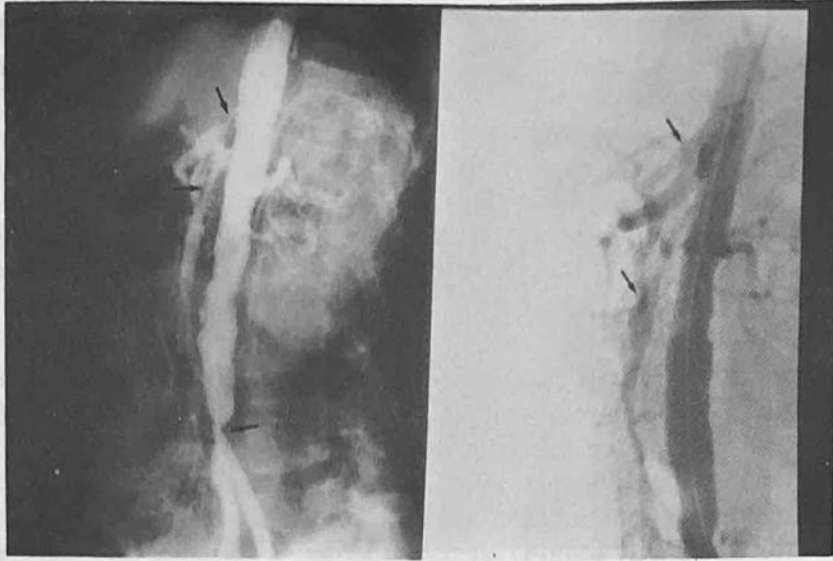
Aortografía lateral preoperatoria (izq.) en una mujer de 60 años con angina mesentérica crónica. Nótese la estenosis crítica del TC, AMS, bifurcación ilíaca y ausencia de AML. Aortografía de control postoperatorio (der.). Enderterectomía aorto-ilíaca, Bypass aorto celiaco y aorto mesentérico.
